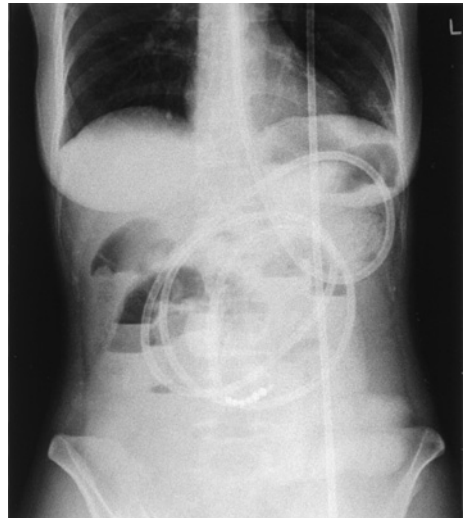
Abdominal X-ray after inserting the ileus tube showed the niveau formation.
